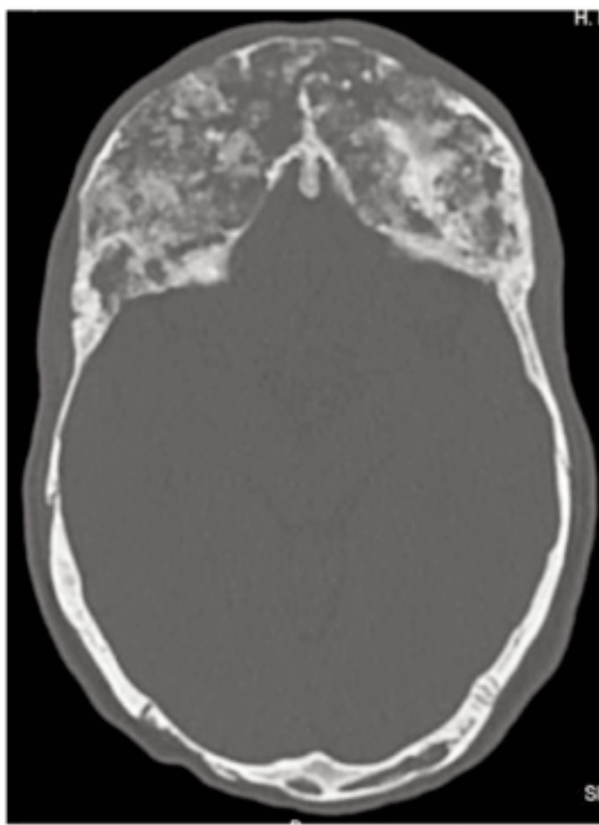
A tomografia computadorizada crânio-encefálica, do doente apresentado no caso clínico, onde se podem observar lesões com aparência em vidro fosco, características do envolvimento dos ossos crânio-encefálicos.
